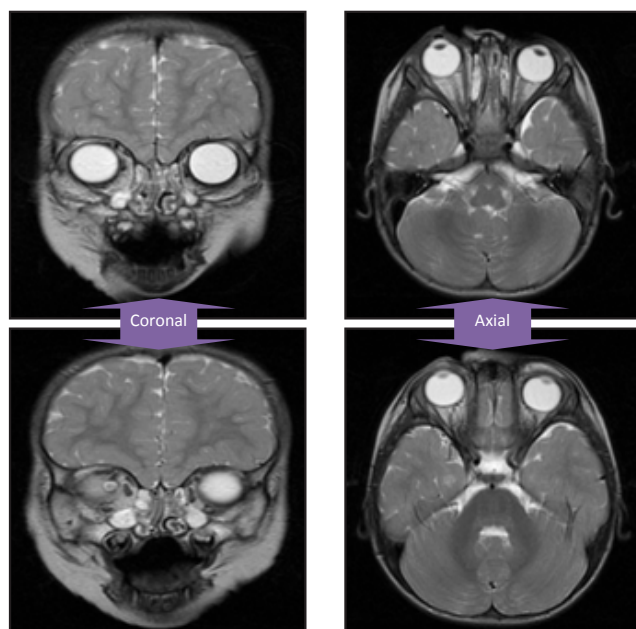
T2-weighted FSE craniofacial-orbital MRI images, after treatment.
